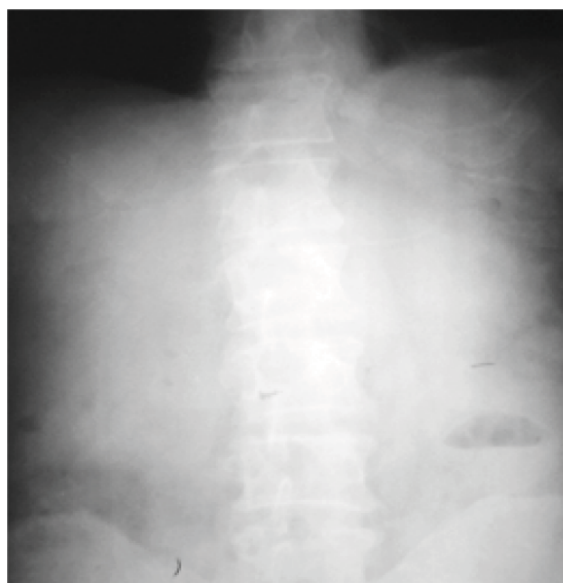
Radiografia de ansamblu a abdomenului cu semne de ocluzie intestinală
